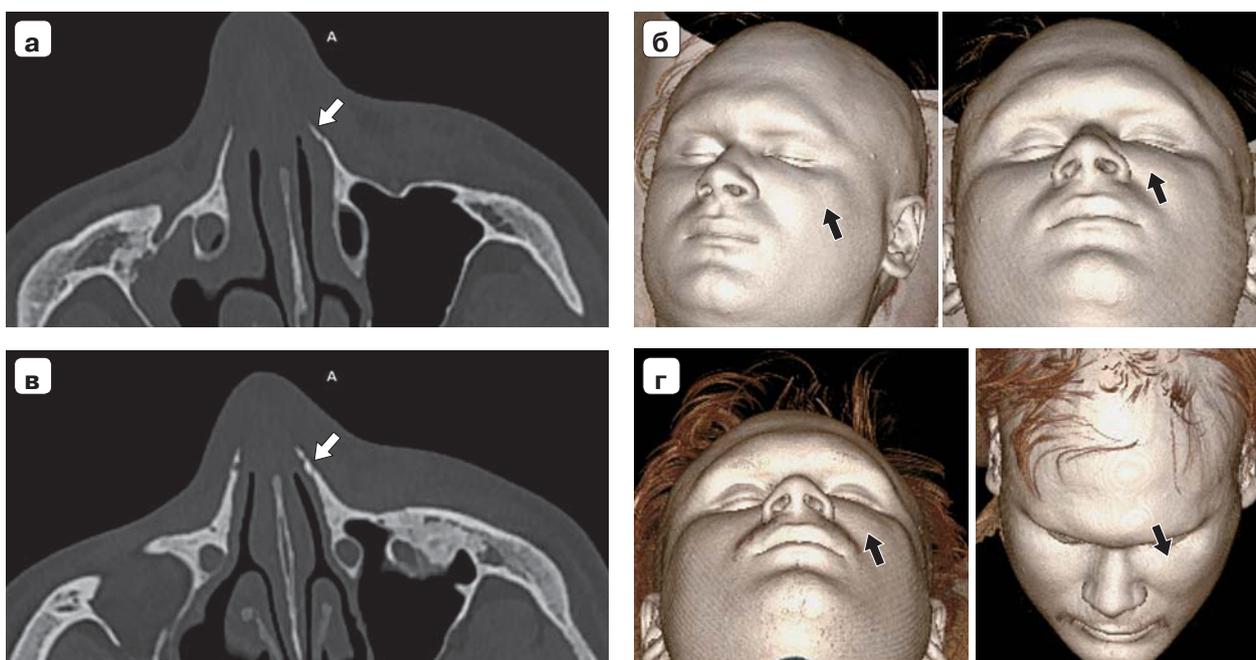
КТ лицевого черепа, костное окно, аксиальная плоскость (а, в). КТ с 3D-реконструкцией мягких тканей лица (б, г). Определяется перелом костей носа слева (а, в – белая стрелка). Линия просветления между отломками минимальной ширины, углы отломков заострены. Мягкие ткани носа, щечной и параорбитальной области слева отечны (б, г – черная стрелка).
